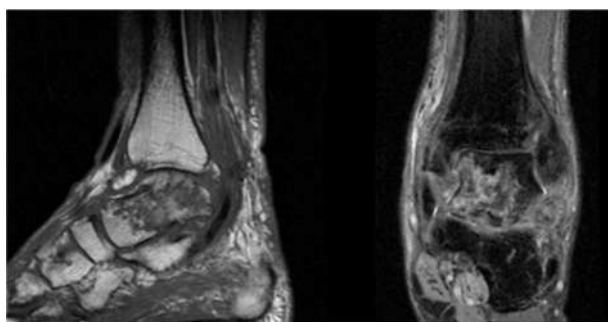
RMN tobillo post enucleación astrágalo, osteonecrosis extensa de astrágalo
